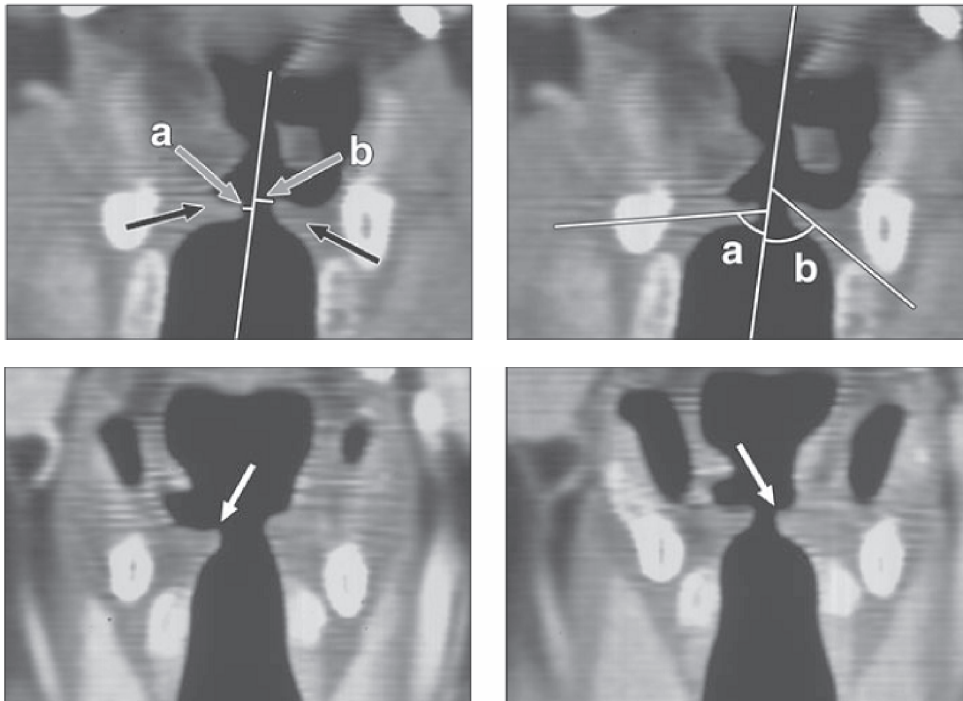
Parámetros de medición de los pliegues vocales en CT en fonación MPR (1)
